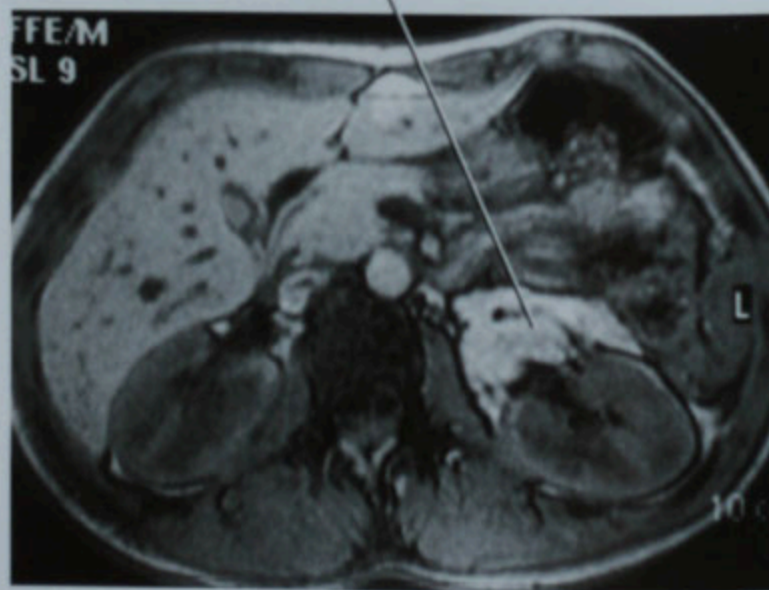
横断面T1WI、梯度回波、通过肝肾平面的MRI
